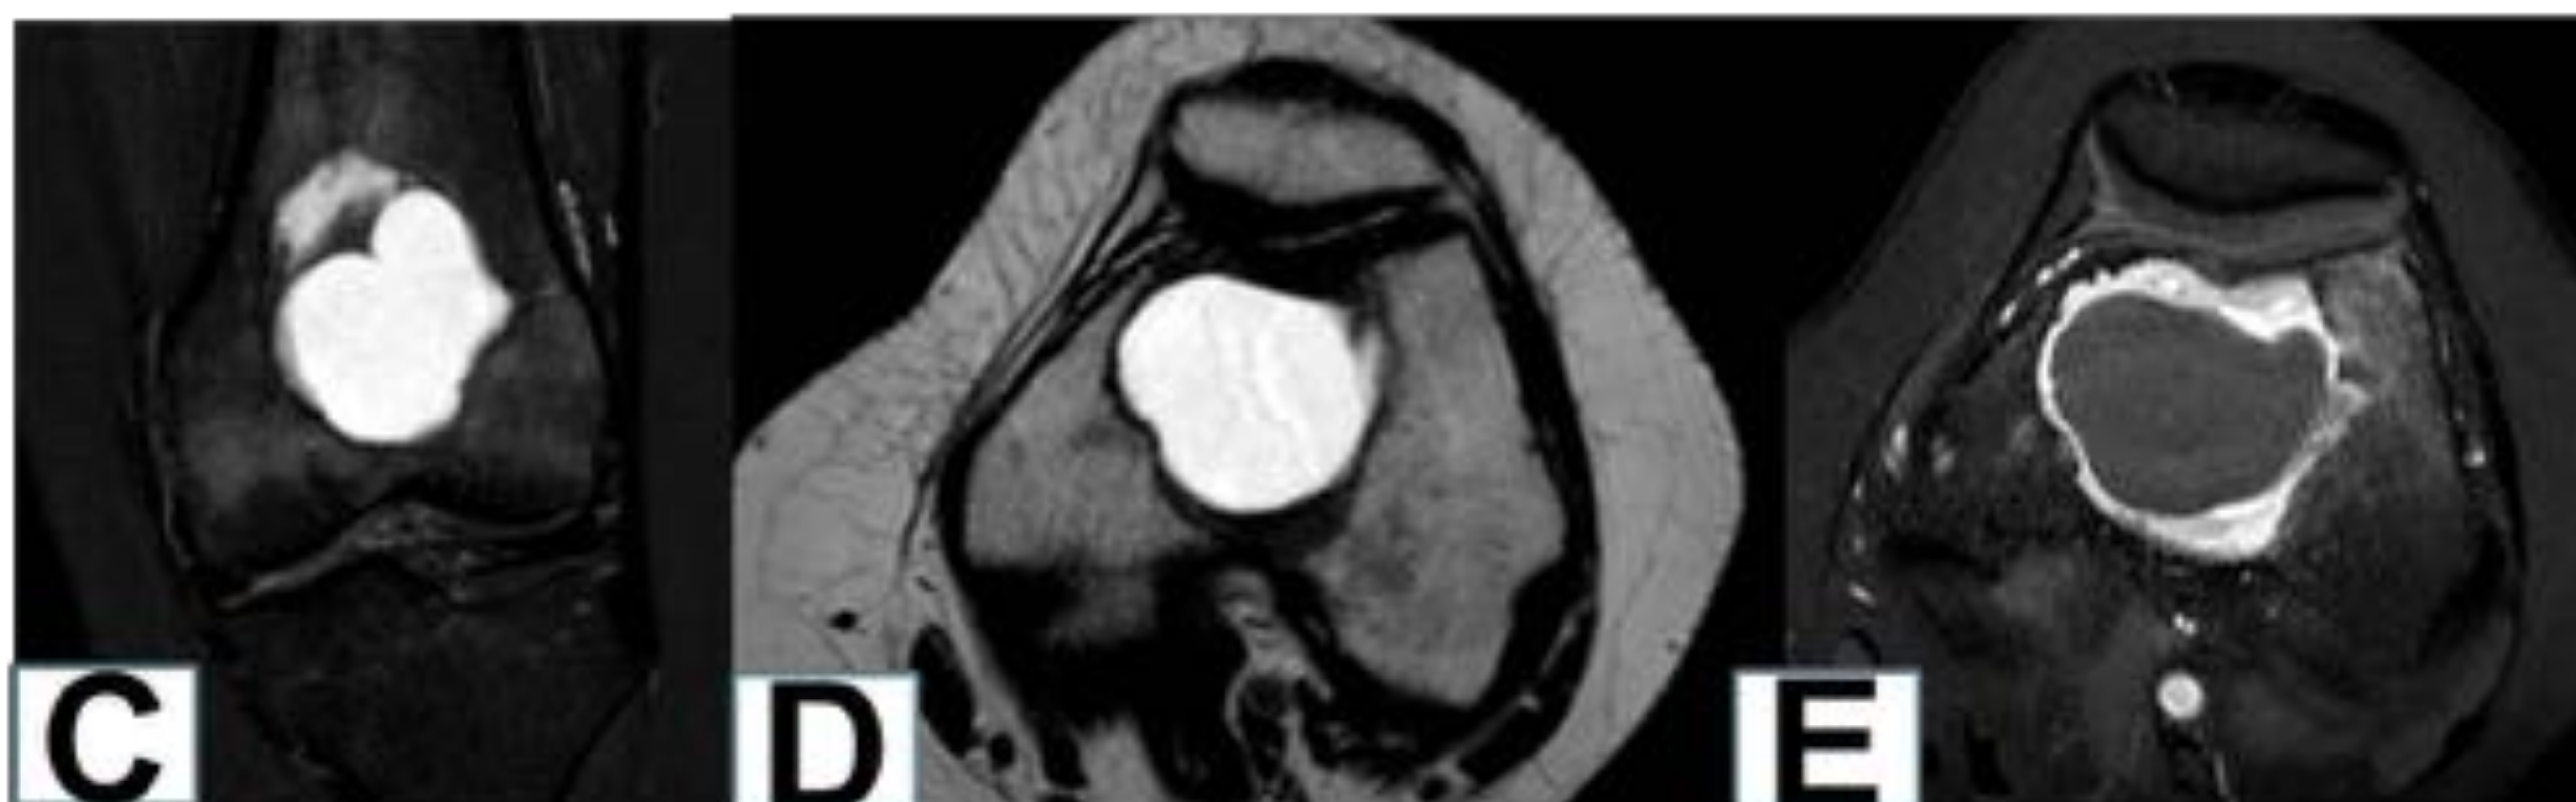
Caso 3: A), B) RM de la lesión femoral distal que muestra una señal ligeramente hiperintensa y heterogénea en T2. C), D) y E) RM tras el tratamiento con denosumab que muestra quistificación central con cambio de la señal de predominio periférico secundario a mineralización y con disminución importante de la captación de contraste endovenoso.
